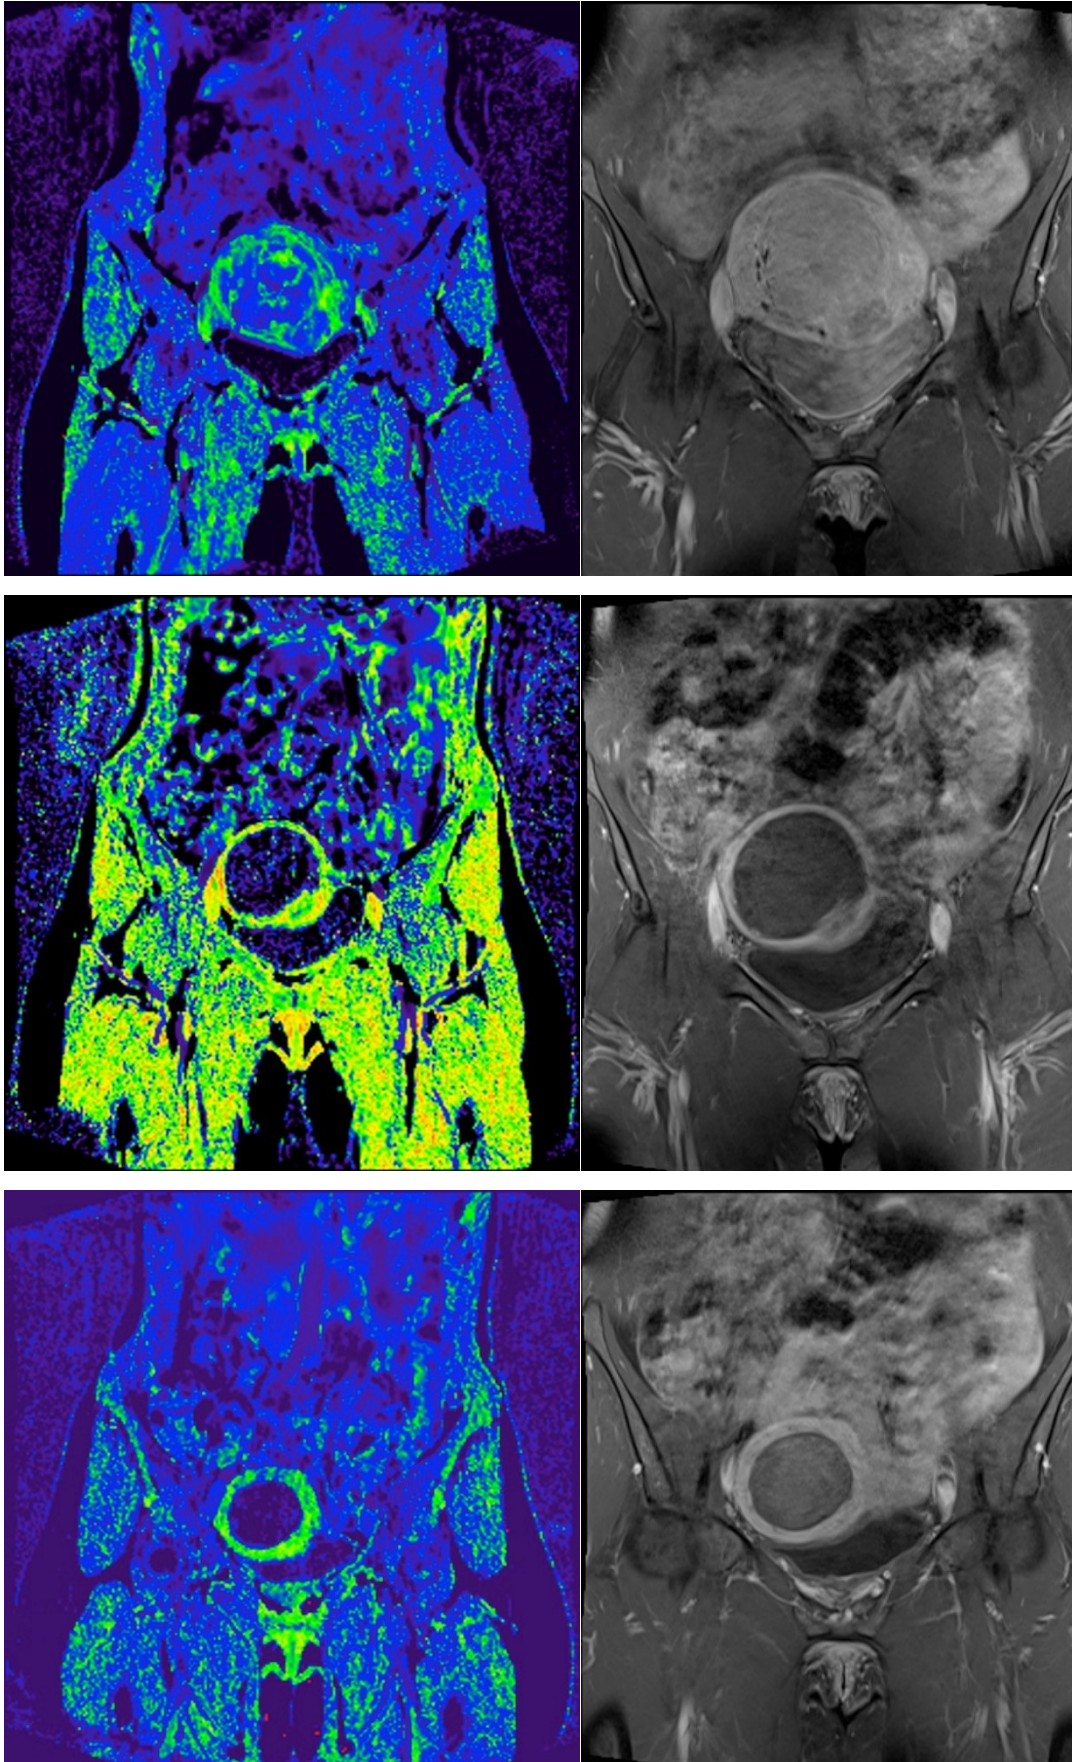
Darstellung der von UMMPerfusion berechneten Bildserie der „Mean Transit Time“ (links) und T1 gewichtete MRT-Bilder nach Kontrastmittelgabe in koronarer
